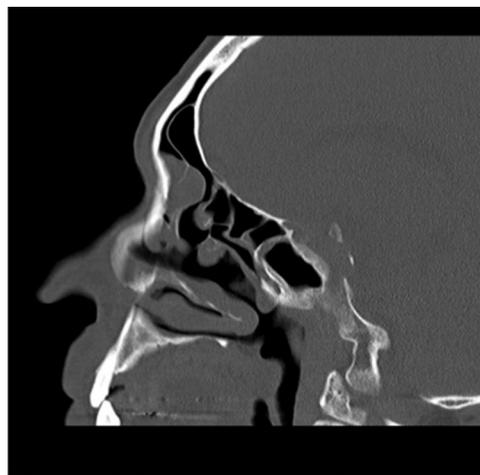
A y B) TC de nariz y cavidades paranasales. Cortes coronales de paciente sometido a cirugía endoscópica nasosinusal hace 10 años. Se observa remanente de apófisis unciforme y celdilla frontal tipo III de Kuhn.
